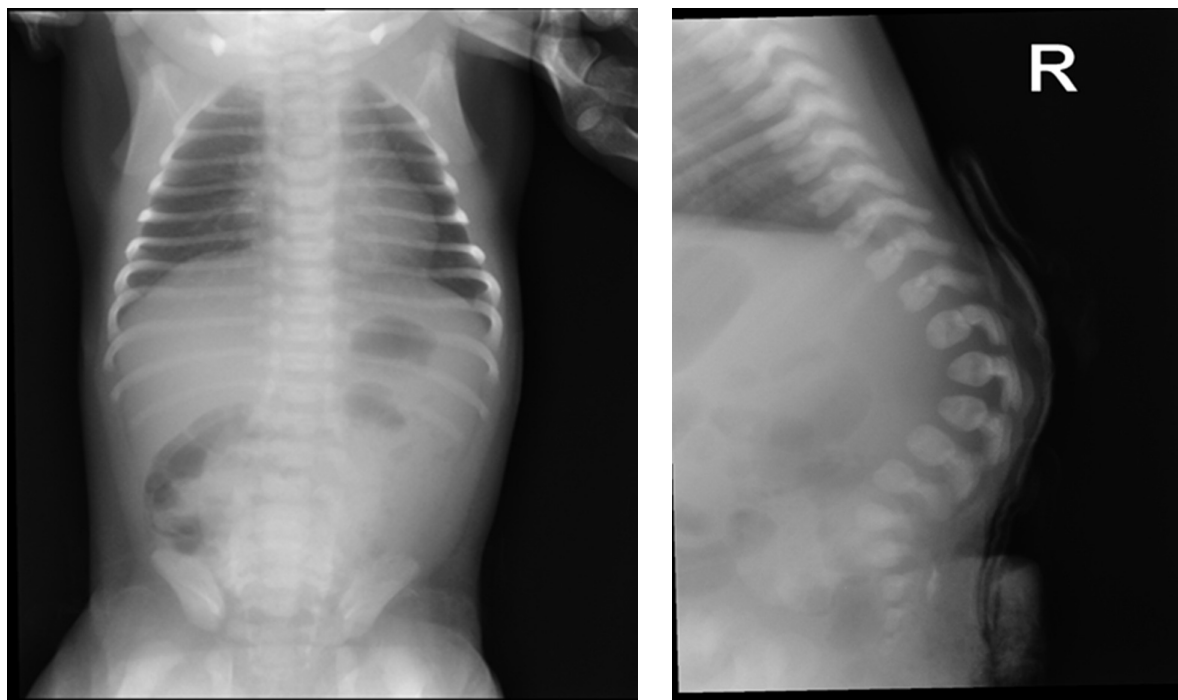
Рентгенограмма позвоночника. Патология позвонков поясничного отдела (*spina bifida* L1 — L3). Определяется клиновидная деформация тел 1, 2, 3-го позвонков: а) прямая проекция; б) боковая проекция
